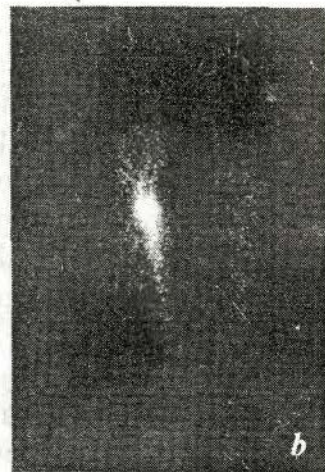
a* – radiografia oaselor gambei pe dreapta. Sarcom osteogen; osteoclastic. *b* – scintigrama oaselor gambei cu ^{85}Sr , cumulara sporită a radiofarmaceuticului în țesutul tumoral.
